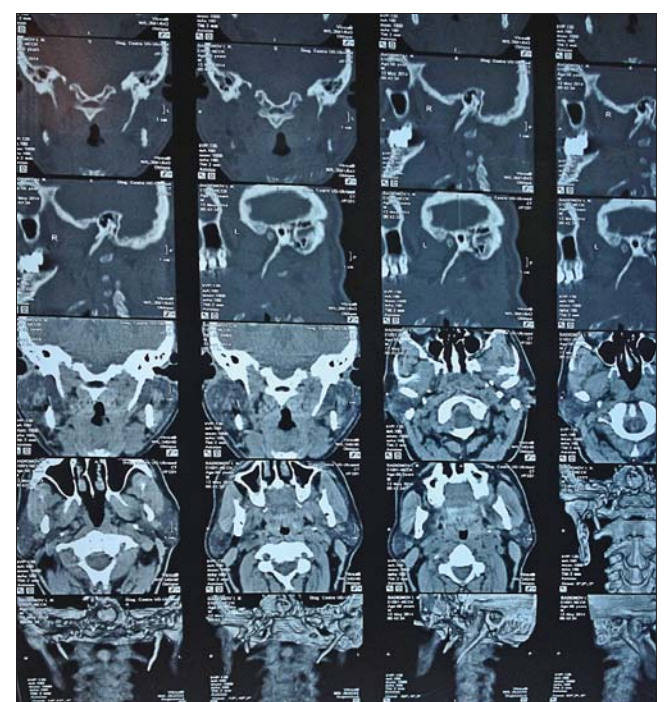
Пример компьютерной томографии с 3D-реконструкцией
